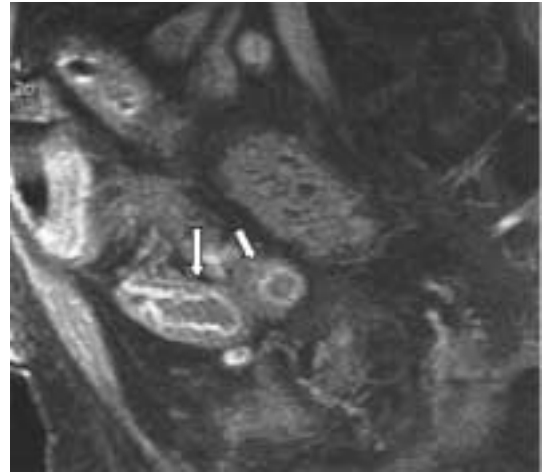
Maladie de Crohn en poussée inflammatoire. IRM coupe sagittale en écho gradient dynamique T1 avec saturation de graisse après injection intraveineuse de Gadolinium, montrant un épaississement pariétal iléal avec réhaussement muqueux et oedème de la sous muqueuse (flèche).
